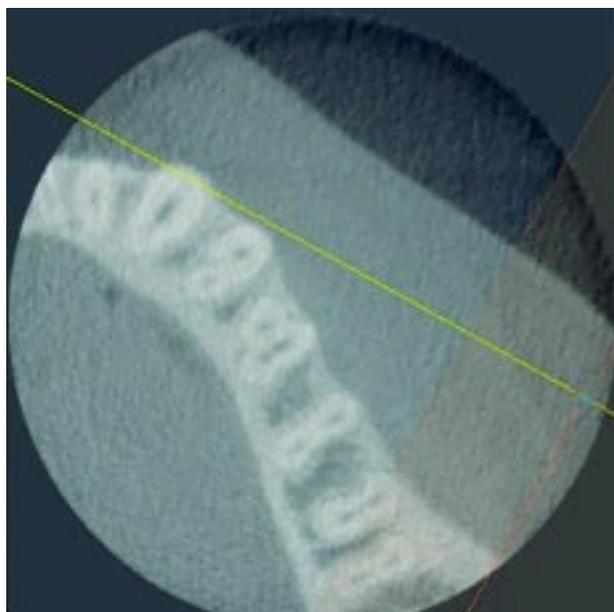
Tomografía computadorizada Cone Beam del diente 35 para corroborar la existencia de un tercer canal radicular, distolingual.
